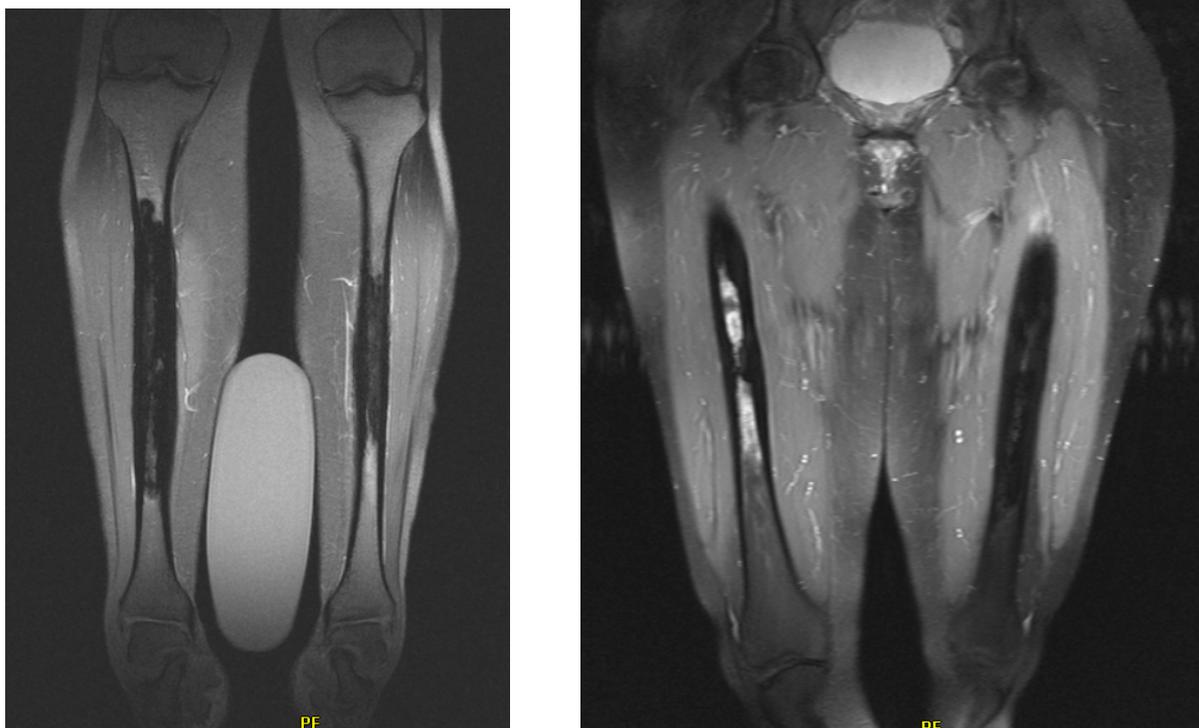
IRM de 2004 montrant une hypercondensation corticale et un œdème endostal témoignant de l'évolutivité de la maladie (séquence T1 + gadolinium ; fat sat ; fat sat)
